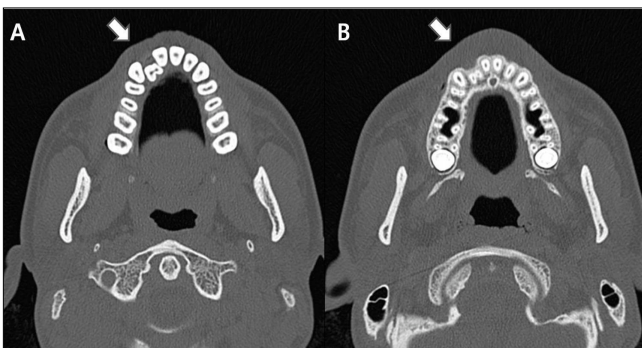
CT image. Coronal section(A), Apical section(B).
